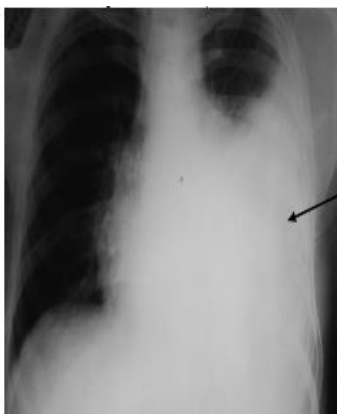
Прямая рентгенограмма органов грудной полости: левосторонний экссудативный плеврит .
